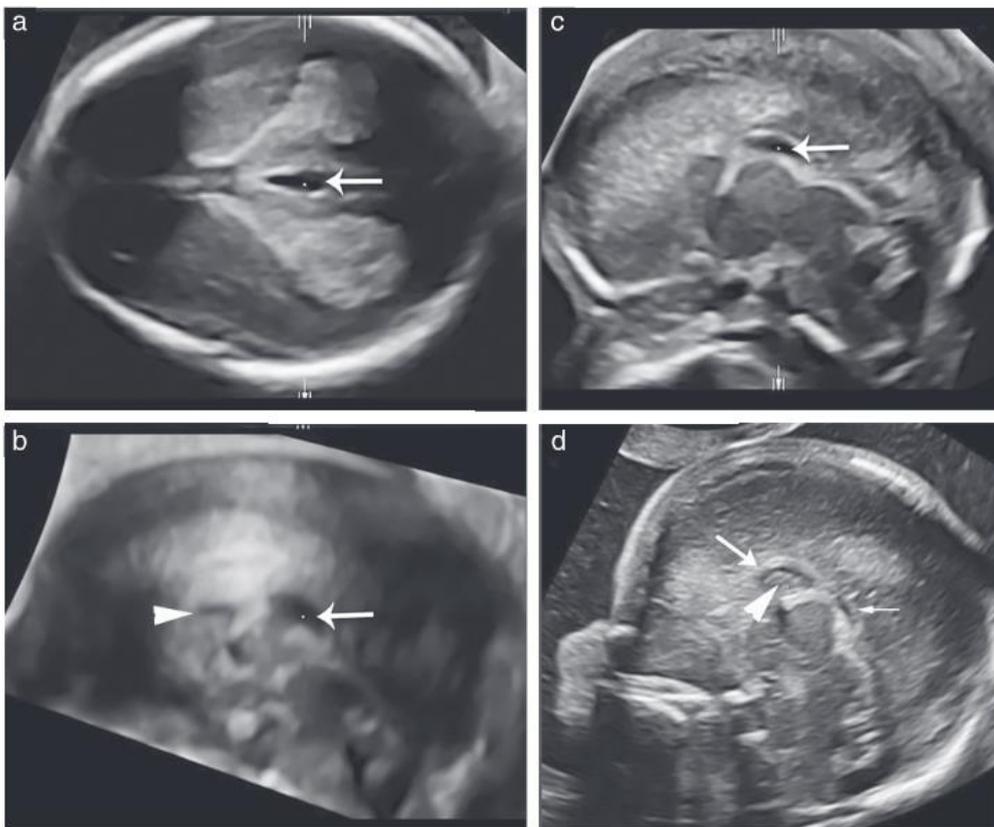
(a-c) Neurosonografia com 15 semanas. (a) No plano transventricular, uma estrutura oval anecoica na linha média está evidente. (b) Plano sagital médio correspondente reconstruído de (a), demonstrando que, devido à sua posição, essa estrutura é *cavum veli interpositi* (CVI) (seta). A porção inicial do corpo caloso também está evidente neste plano (cabeça de seta). (c) Imagem bidimensional em corte sagital médio do mesmo feto, demonstrando os mesmos achados como em (b), mas com maior resolução. (d) Com 16 semanas, a porção inicial do corpo caloso (seta grande) e um cavum dos septos pelúcidos pequeno (cabeça de seta) podem ser demonstrados através da ultrassonografia transvaginal de alta frequência. Regressão do CVI também pode ser visto (pequena seta).
